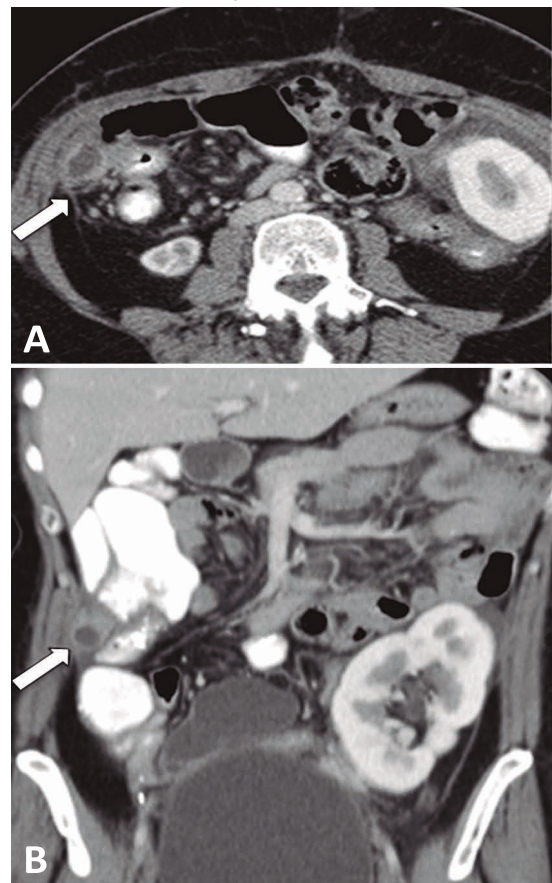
Tomografía del abdomen y la pelvis sin contraste con corte coronal (A) y sagital (B): se evidencia adyacente a la pared del ciego una colección de 27 x 17 mm con alteración de la grasa pericecal y un engrosamiento en el líquido libre laminar
